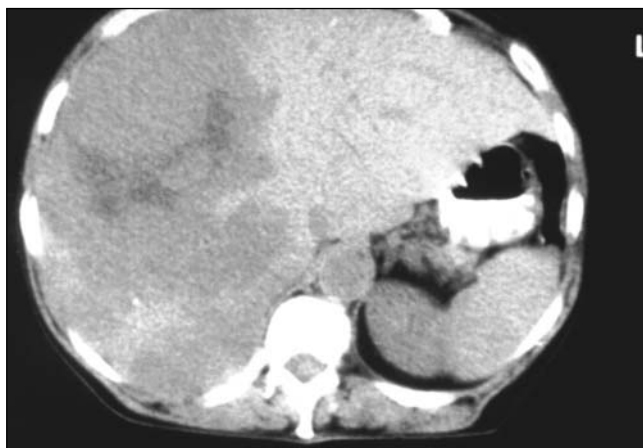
CT preoperator-hemangiomul de lob drept cu necroză centrală
